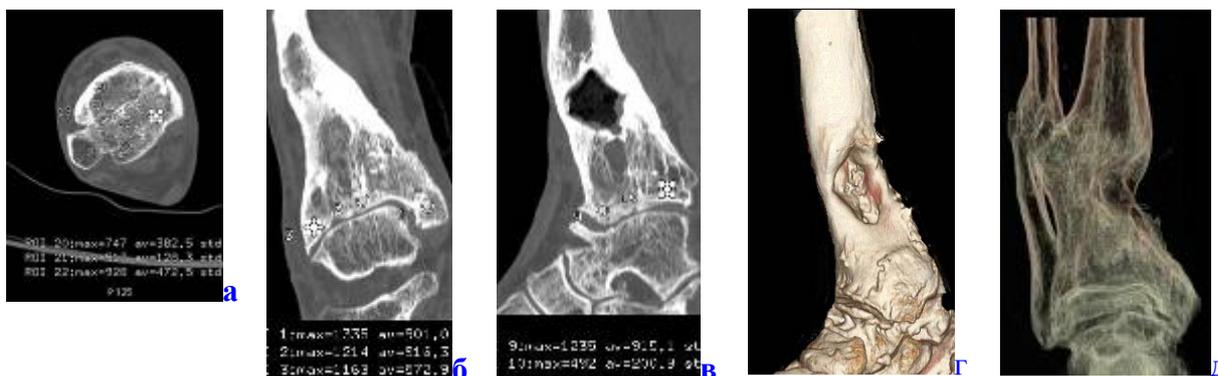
МСКТ голеностопного сустава больного В., 60 лет. Аксиальный срез (а), MPR (б, в), 3D(г), 3D с обработкой на фильтре. Хронический посттравматический остеомиелит правой большеберцовой кости в нижней трети. Остеомиелитическая полость. Остеоартроз голеностопного сустава.
